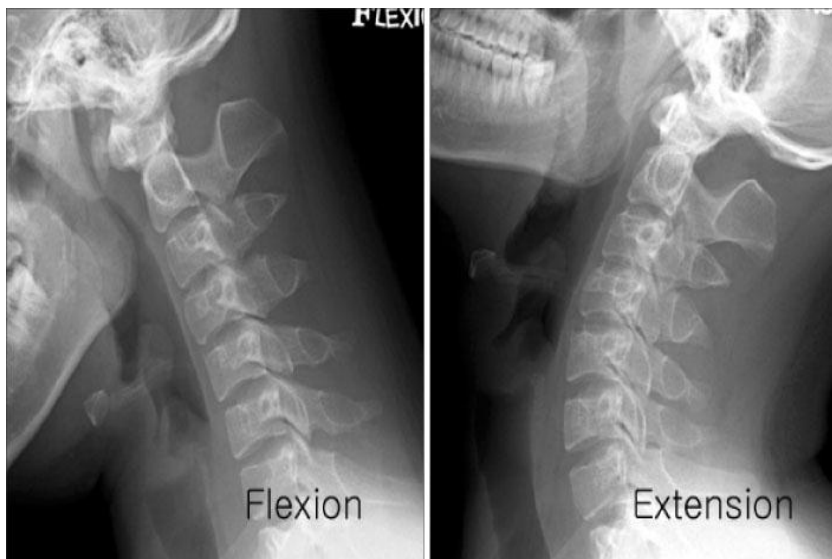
RADIOGRAPHIES DYNAMIQUES
